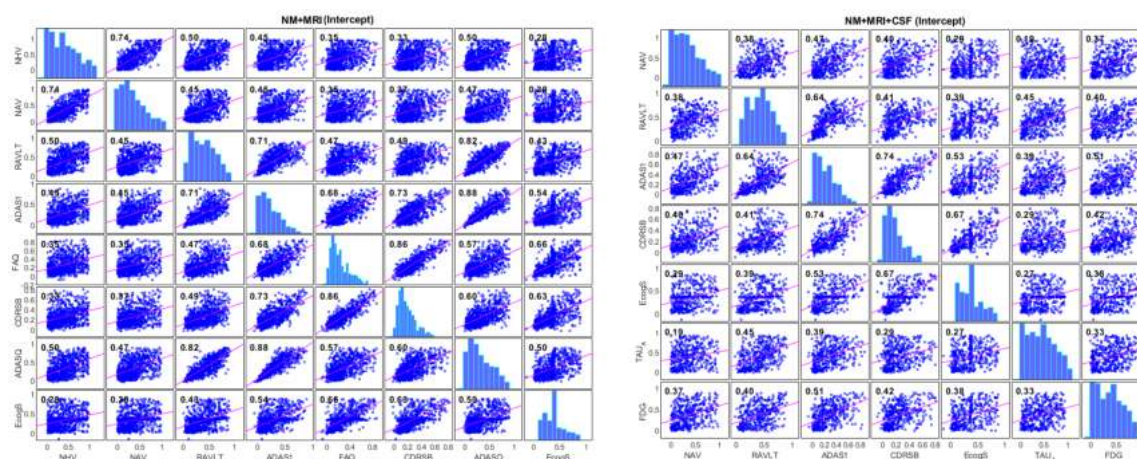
Comparación entre las matrices de correlación (intercepto) del conjunto de marcadores con mejor rendimiento obtenido en el mes 24 (m24) entre la población MRI+NM (izquierda) y la población MRI+NM+CSF(+) (derecha).
